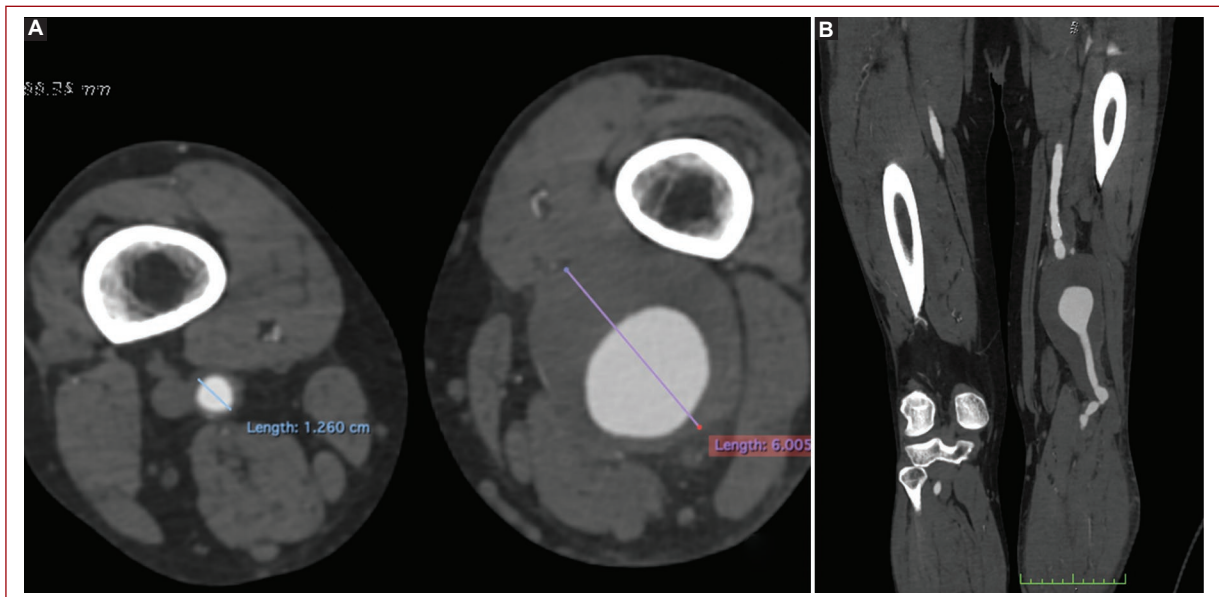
Imagen de angiotomografía. Corte axial del estudio contrastado con evidencia de aneurisma poplíteo izquierdo de 5.5 (A), así como corte coronal con evidencia de segmento distal de arteria femoral superficial, hasta segmento 3 de la arteria poplítea (B).
